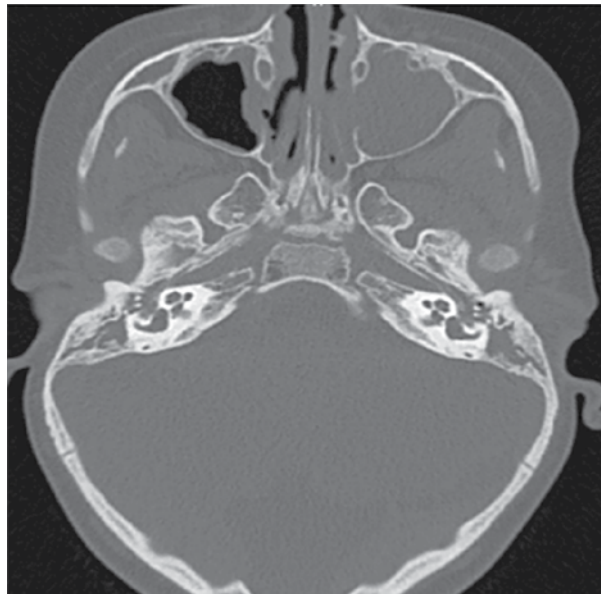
Компьютерная томография височных костей
